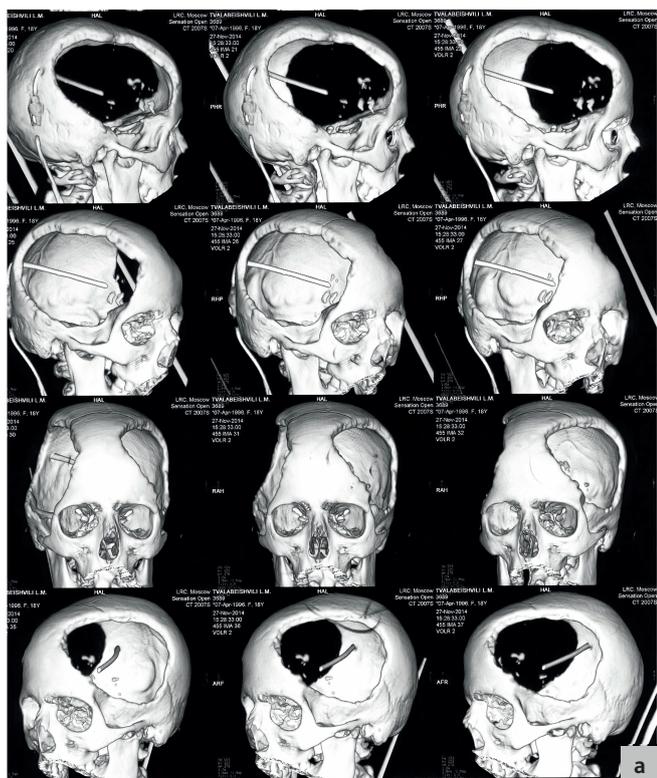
Дооперационные КТ пациентки Т. Видны большие двухсторонние дефекты костей свода черепа и шунт.
